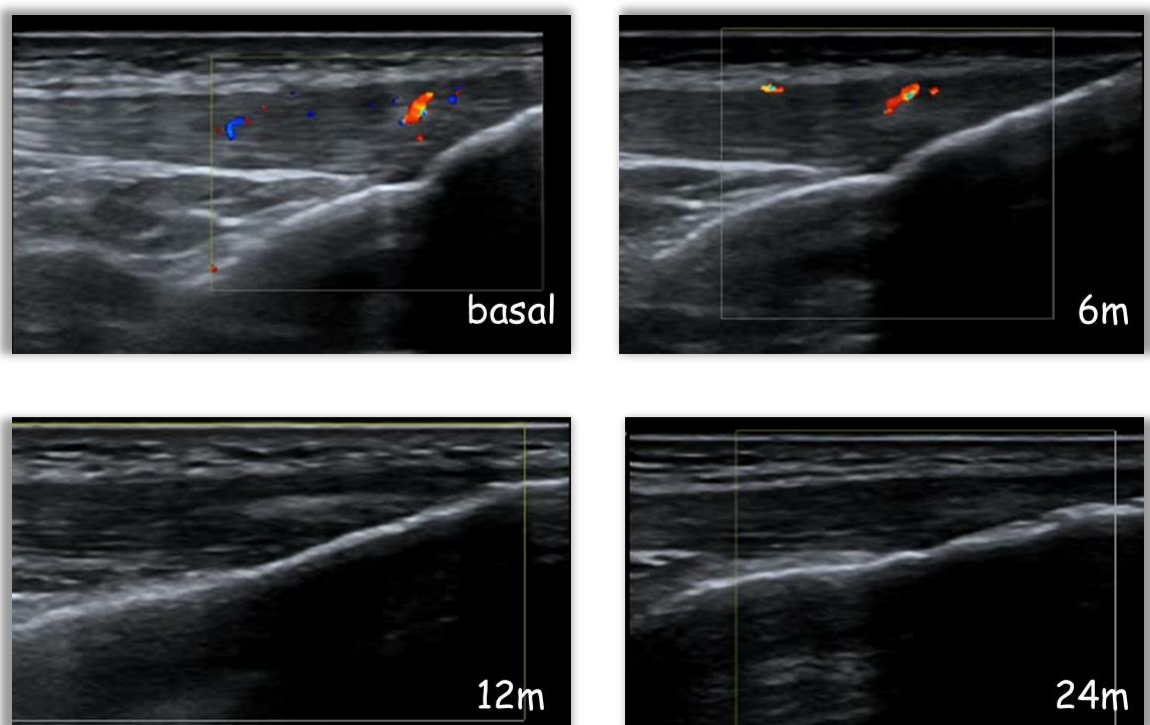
Imagen longitudinal en 1MTF donde se observa tofo y erosión de la cortical ósea. Se puede observar la evolución de la señal Doppler que rodea al tofo en la visita basal, a los 6, 12 y 24 meses, con resolución en la última visita. Este paciente fue tratado con Alopurinol 200mg y presentó buen control clínico y uricemias <6 mg/dl desde los 6 meses. Uricemia final a los 24 meses: 4.7 mg/dl
